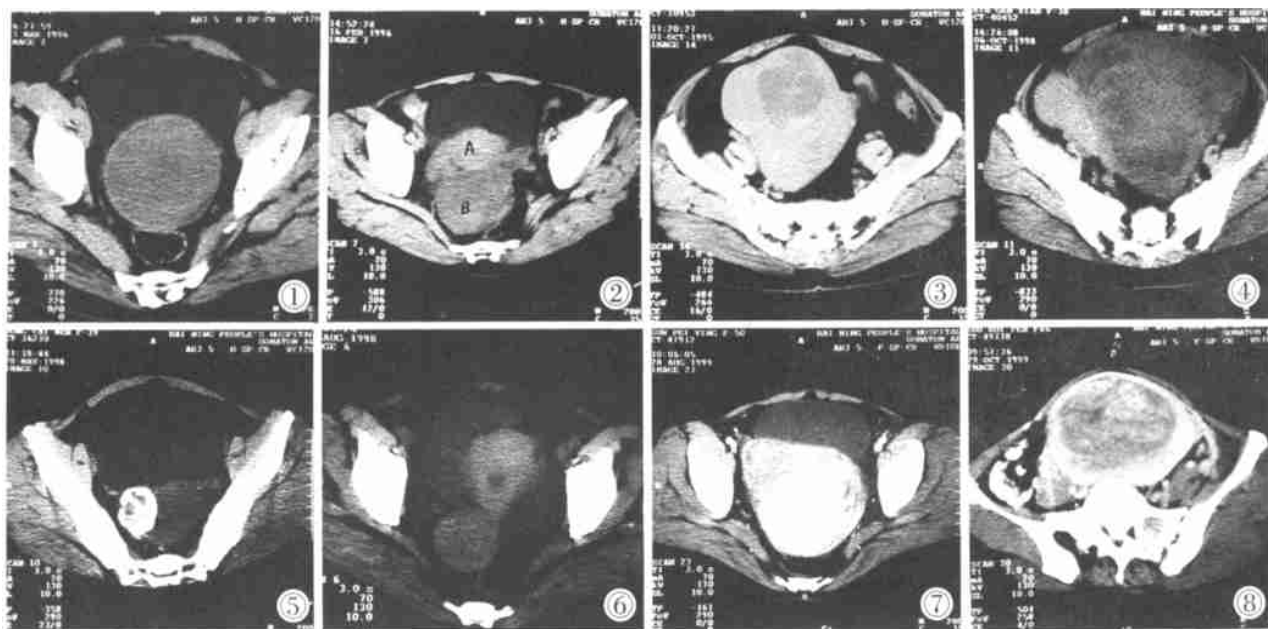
粘膜下子宫肌瘤。CT 平扫示子宫均匀中度增大,充满了软组织肿块,宫腔消失。手术证实肌瘤突入宫腔。
